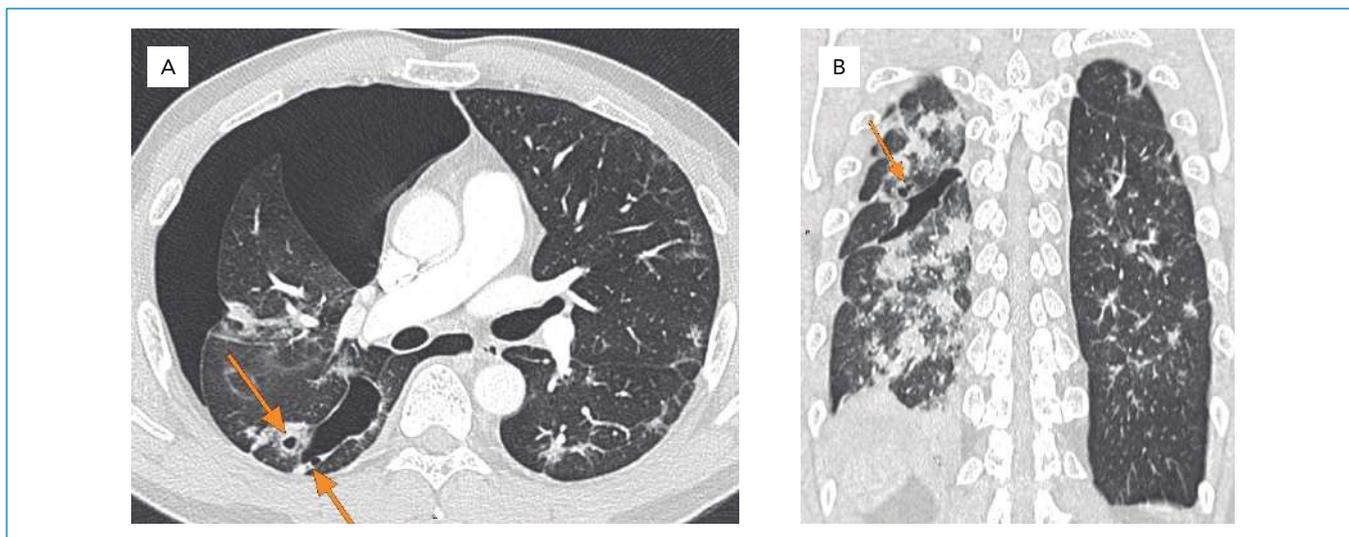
Tomografia de tórax de 08/05/2020. A) imagem axial e B) reformatação coronal. Setas mostrando aumento do cisto e aparecimento de outros cistos perifissurais causando pneumotórax, inclusive fissural. Focos de opacidades em vidro fosco esparsos.
